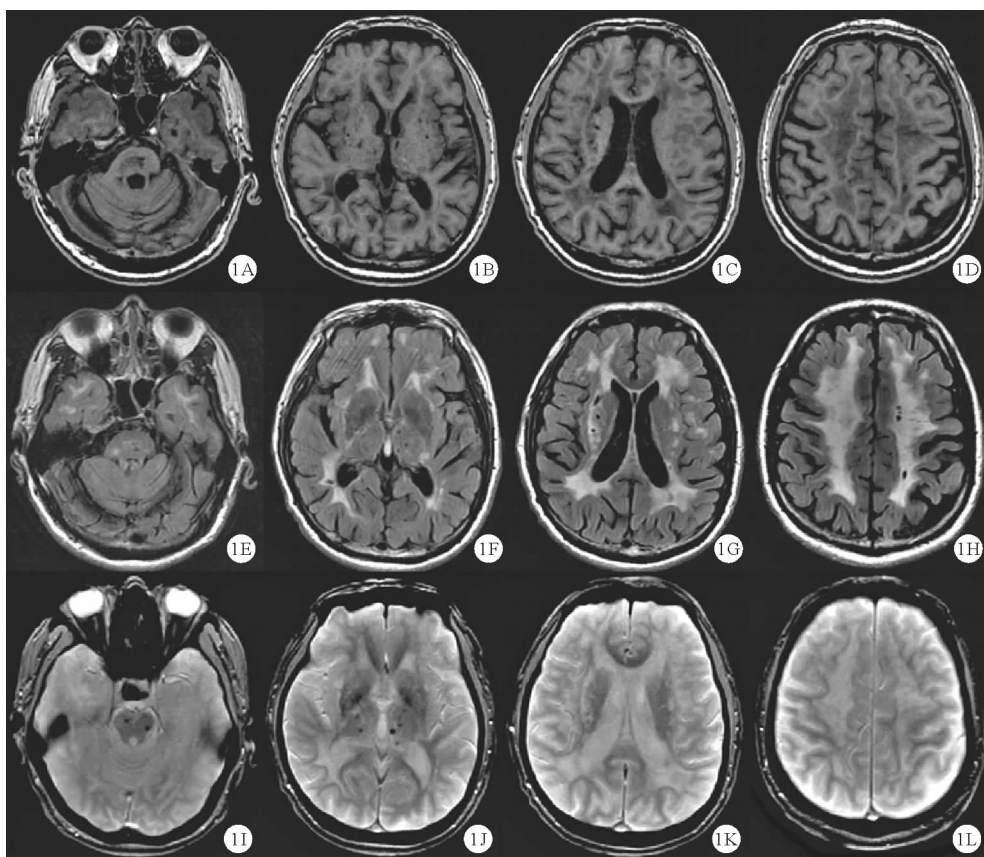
CADASIL 患者影像学表现^[8]: A ~ D: MRI 显示 T1WI 脑干、基底节、豆状核腔隙性梗死; E ~ H: FLAIR 像深部小梗死灶及颞前极融合的 WMHs; I ~ L: T2*WI 脑干及丘脑微出血
